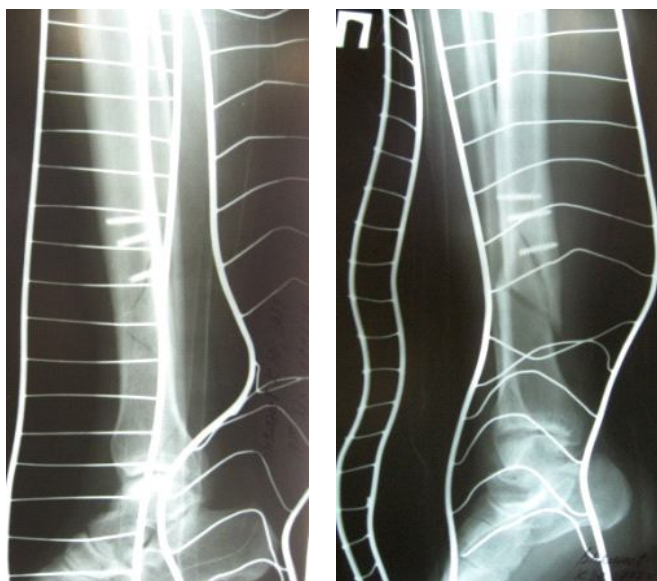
Рентгенография голеней:
